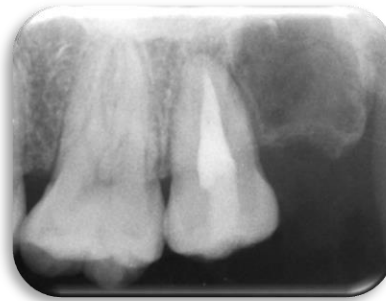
Radiografía periapical postoperatoria: 1 mes.
